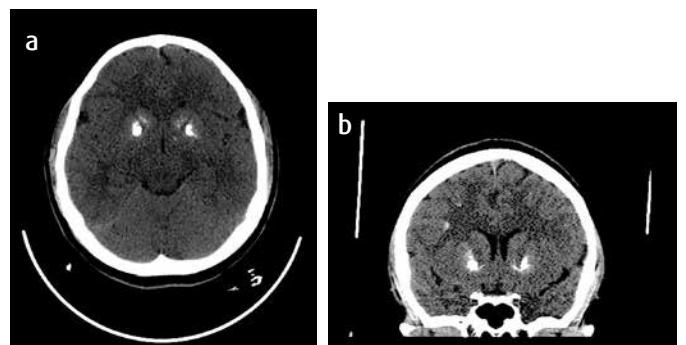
a) TAC axial: calcificaciones simétricas bilaterales ubicadas en la cabeza del núcleo caudado y el globo pálido. b) TAC coronal: calcificaciones simétricas en los ganglios basales.
